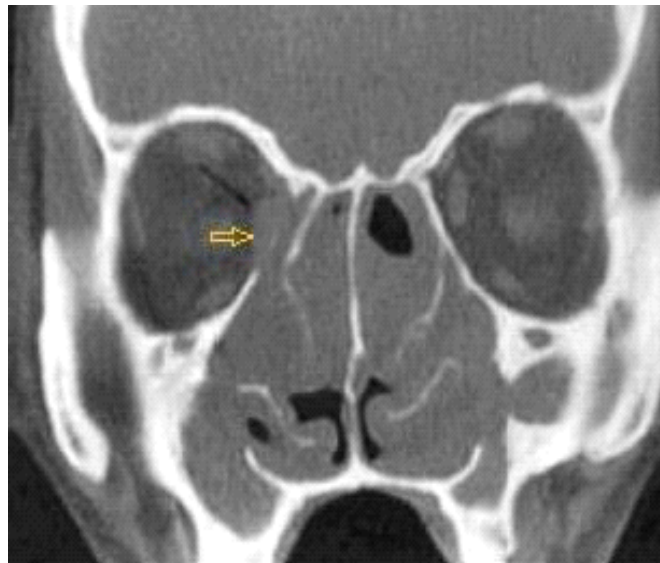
TDM du massif facial en coupe coronale en faveur d'un hématome du muscle droit interne droit (flèche) [71].
